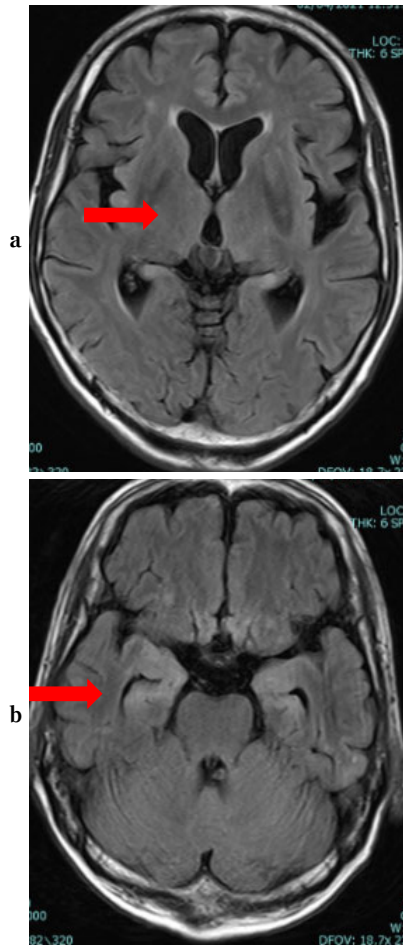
Brain T2-FLAIR magnetic resonance imaging (MRI) revealed a high signal intensity localized at the bilateral hippocampus, medial thalamus and hypothalamus (arrows).
